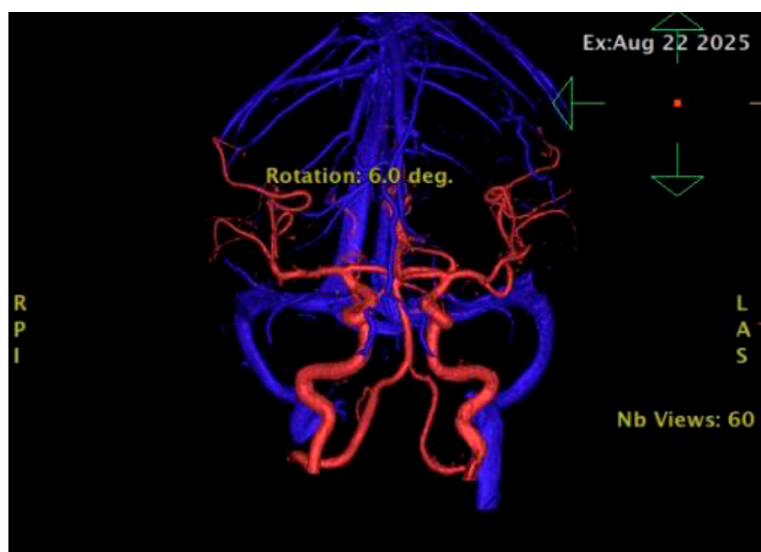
Angiorressonância de Crânio demonstrando hipoplasia da artéria vertebral esquerda. Acervo Pessoal.
